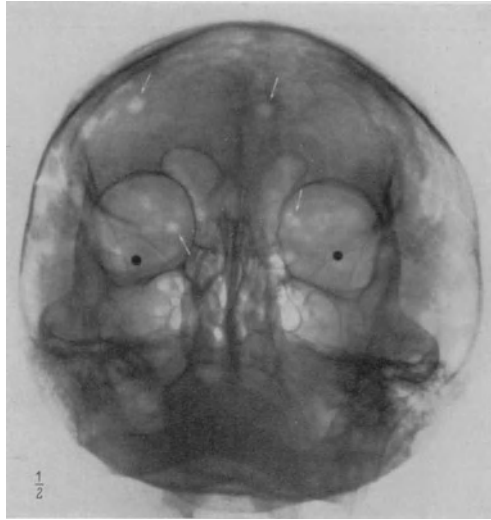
P.-a.-Aufnahme. Myelome im Schädeldach und in der Orbitawand (↓) (die kreisrunden schwarzen Flecken sind Plattenmarkierungen). (Röntgeninstitut Krankenhaus im Friedrichshain.)
